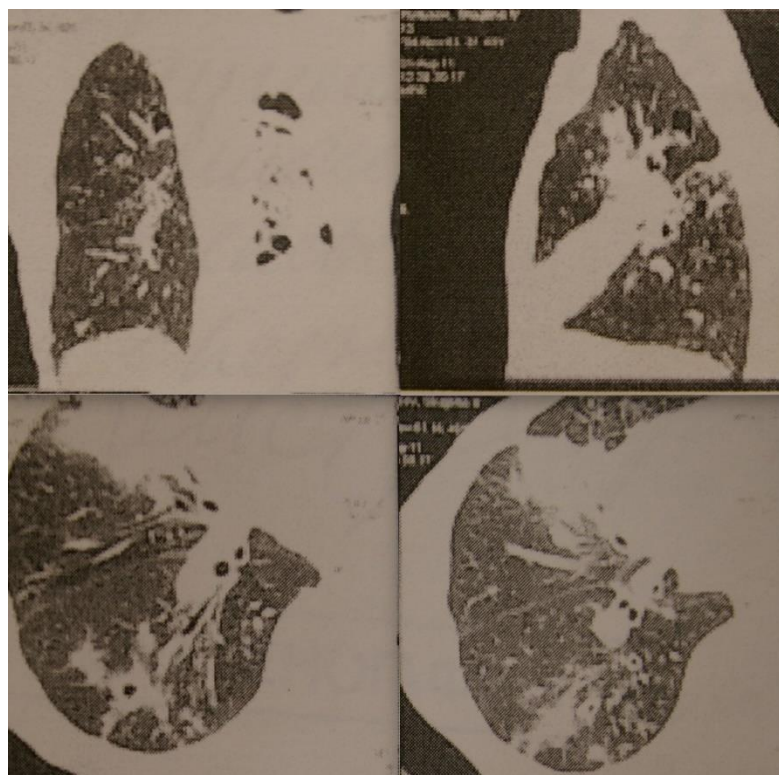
Компьютерная томография пациента Ю. при поступлении. Левое легкое разрушено, в остающихся отделах множественные полости распада. В нижней доле правого легкого полость распада с массивным обсеменением нижних отделов легкого
